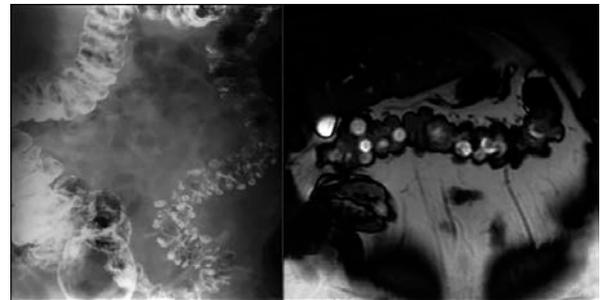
Дивертикулы толстой кишки: слева – ирриграмма, справа – магнитно-резонансная томограмма
